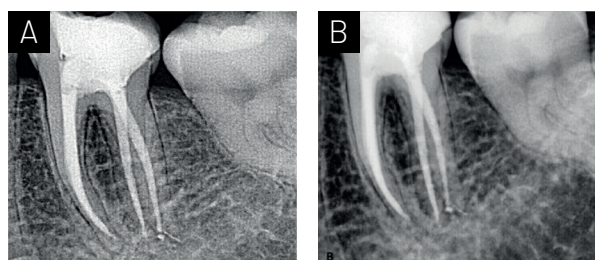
(A) Radiografía periapical obturación final de la pieza 4.7. (B) Radiografía control 5 años.
